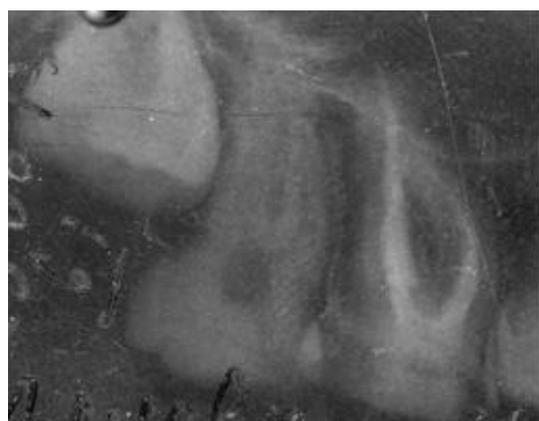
Рентгенограмма №5 Пациентка А., зуб 1.6 – через 2 года после
